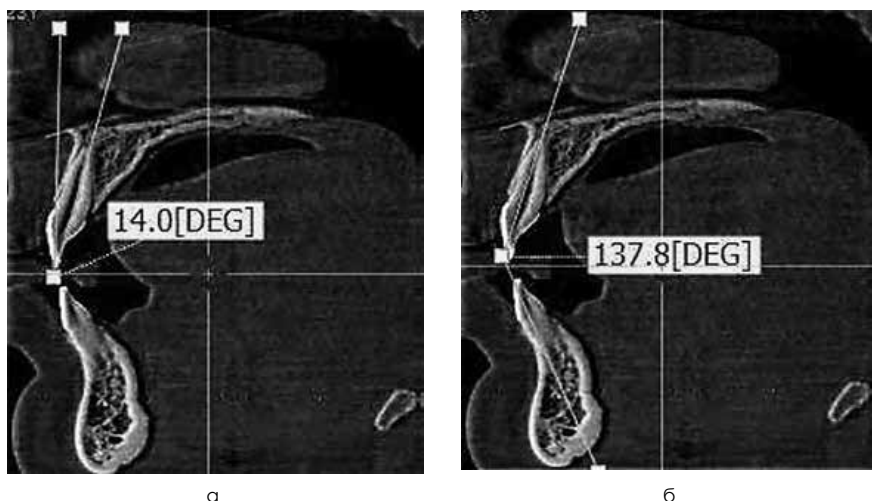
Методы измерения угла инклинации верхнего медиального резца (а), межрезцового угла (б) на конусно-лучевой компьютерной томограмме.
